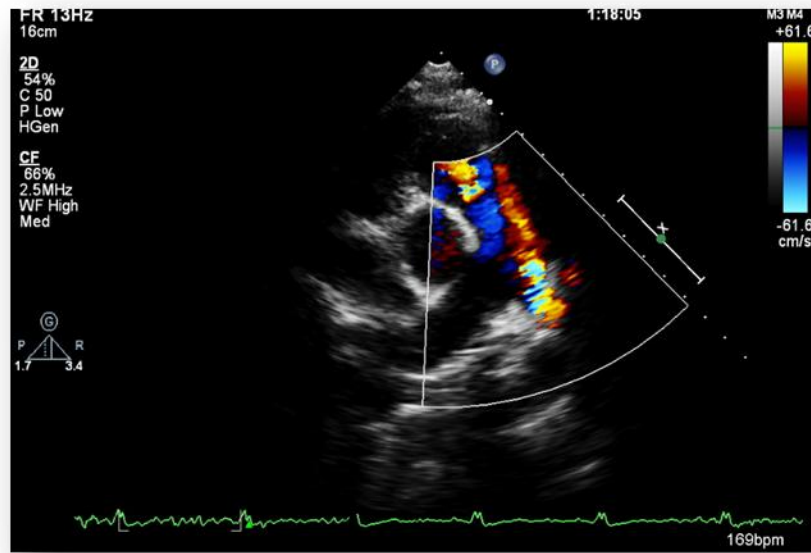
ECOTT. Eje corto para-esternal a nivel de grandes vasos en modo bidimensional y con Doppler color. Se observa un flujo turbulento a nivel de la rama izquierda de la arteria pulmonar que corresponde a la persistencia del conducto arterioso e insuficiencia pulmonar valvular.
